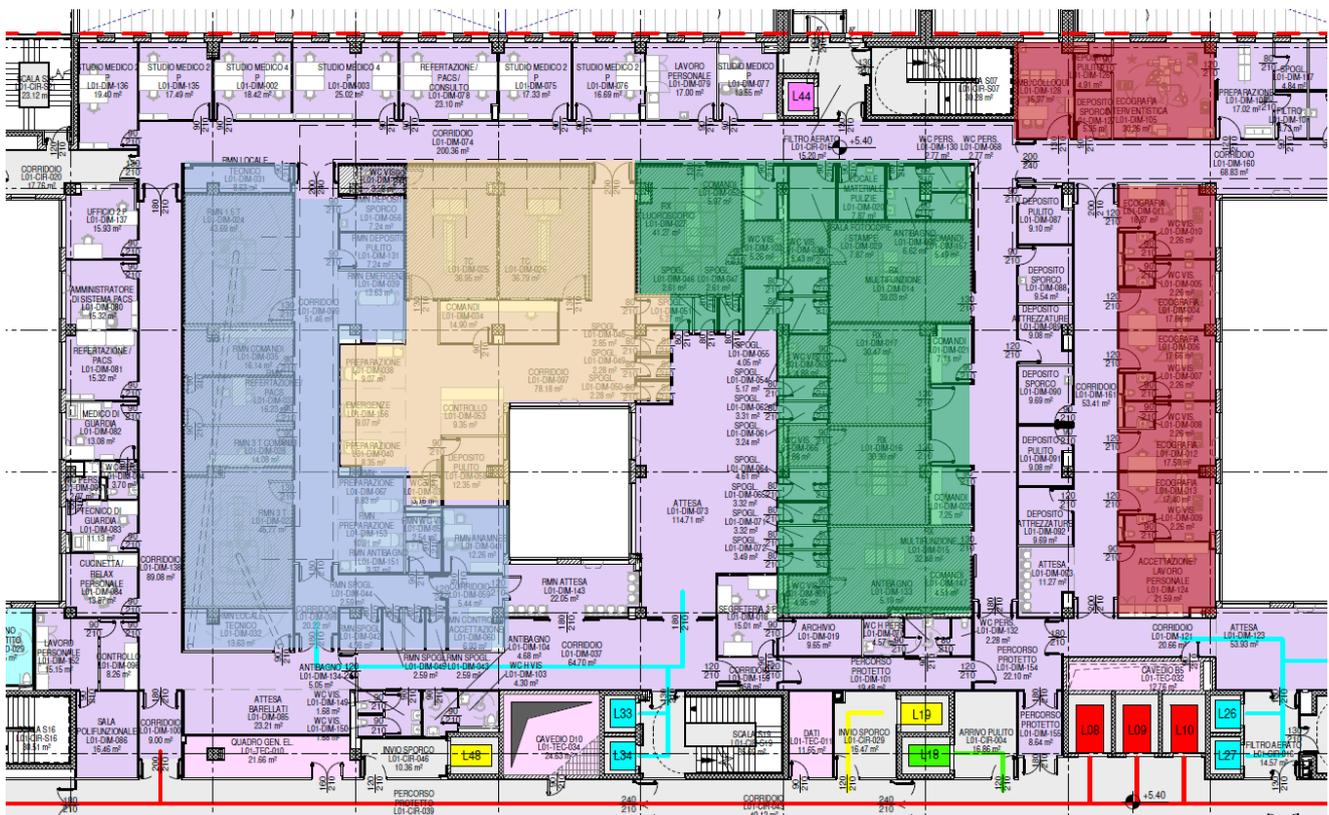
Zoom Servizio Radiologia: Suite RMN (Blu) – Suite TC (Giallo) – Area Rx (Verde) – Area Ecografia (Rosso)
